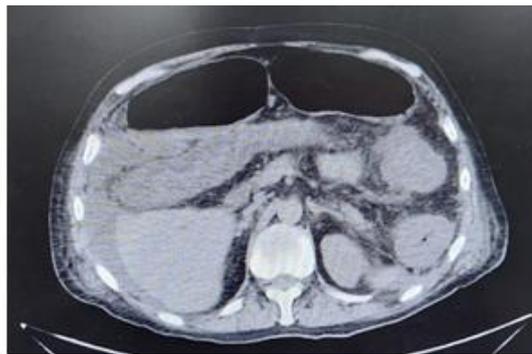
Tomografía simple de abdomen. Caja Petrolera de Salud, Fuente propia
